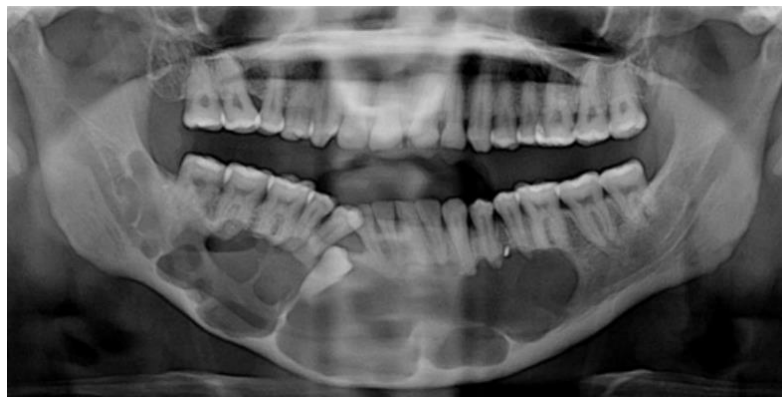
Radiographie panoramique d'un patient atteint d'une tumeur odontogénique kératokystique étendue au niveau de la mandibule (32)
